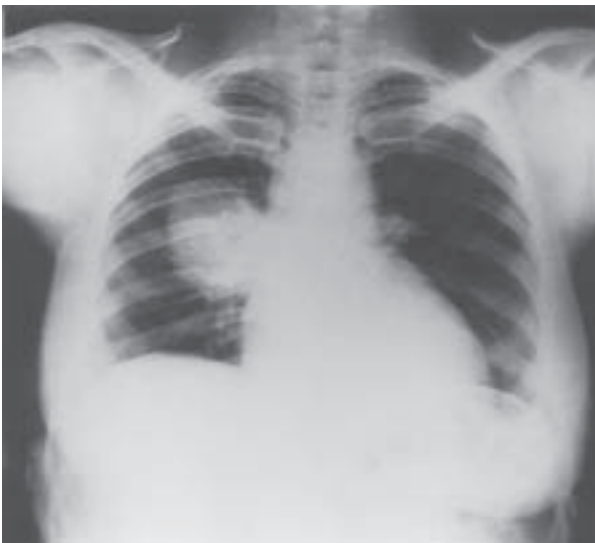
Radiografia de tórax mostra imagem tumoral no segmento 6 do pulmão direito. Diagnóstico: tuberculoma.
